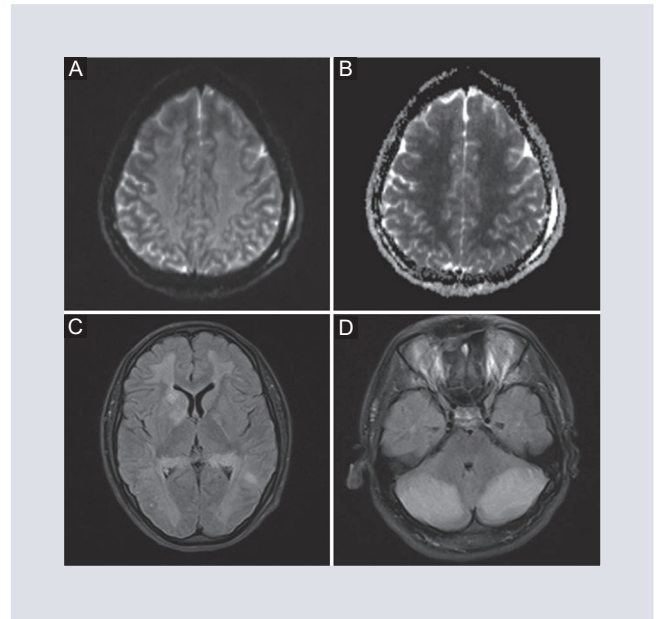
A: secuencia DWI. B: mapa ADC. Se demuestra restricción a la difusión de la sustancia blanca periventricular en ambos hemisferios. C: en la secuencia FLAIR se constata la afectación de la sustancia blanca con respecto de la corteza cerebral. D: edema cerebeloso.
